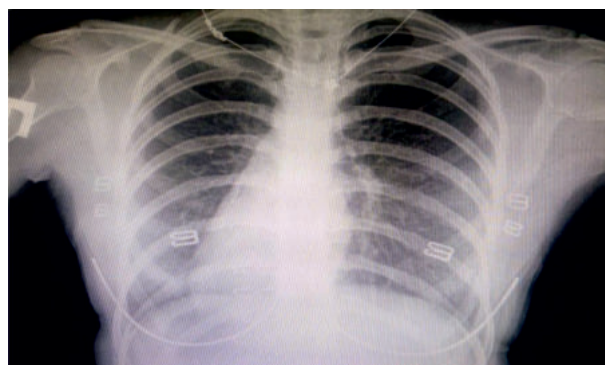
Рентгенография грудной клетки: декстрапозиция сердца.
